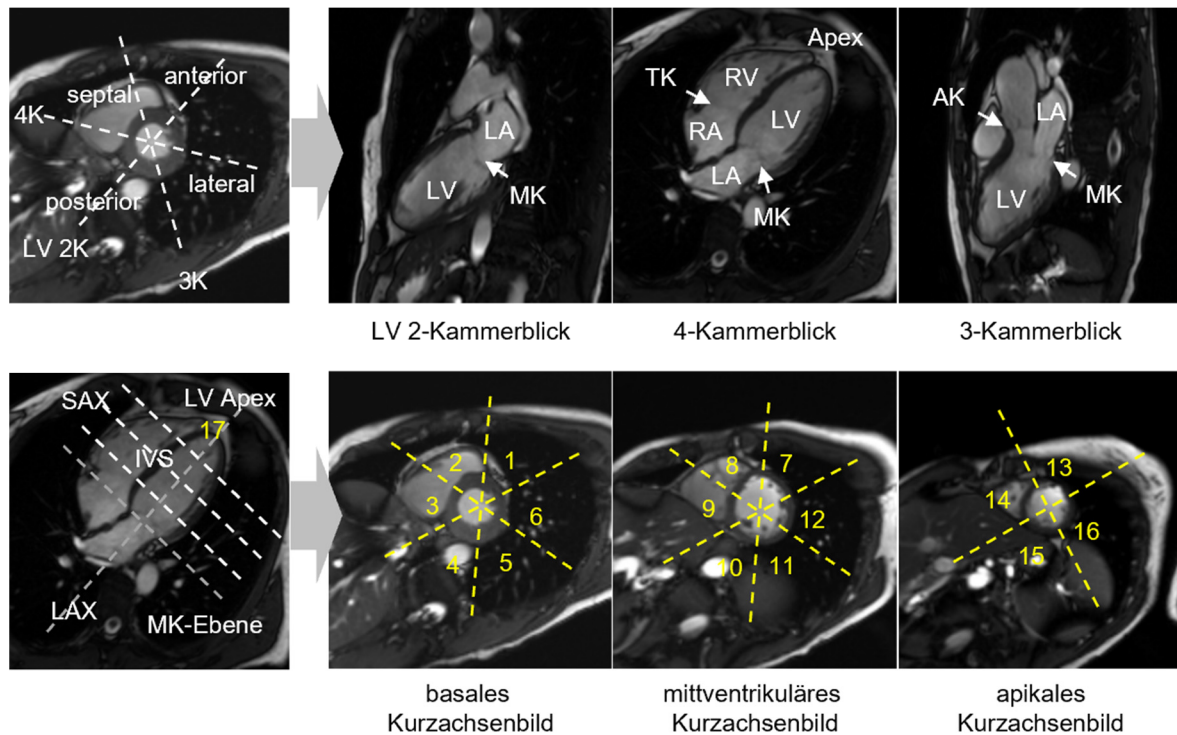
Orientierung der kardialen Schnittbildebene. Die gelben Zahlen bezeichnen die LV myokardialen Segmente nach dem American-Heart-Association 17-Segmentmodell. LV, linker Ventrikel; LA, linker Vorhof; RV, rechter Ventrikel; RA, rechter Vorhof; MK, Mitralklappe; TK, Trikuspidalklappe; AK, Aortenklappe; IVS, intraventrikuläres Septum; LAX, lange Herzachse; SAX, kurze Herzachse; LV 2K, LV 2-Kammerblick; 4-K, 4-Kammerblick; 3-K, 3-Kammerblick. Bilder aus der Fall-datenbank der Universitätsklinik für Radiologie, Allgemeine Radiologische Diagnostik der Medizinische Universität Graz.
